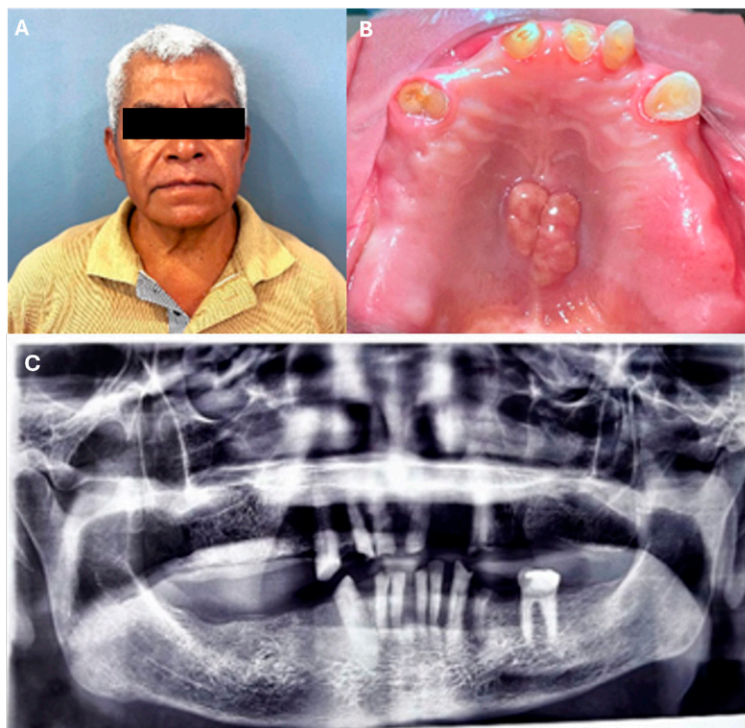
Hallazgos iniciales. A. Fotografía de frente. B. Fotografía intraoral oclusal. C. Ortopantomografía proporcionada al momento de la consulta.
